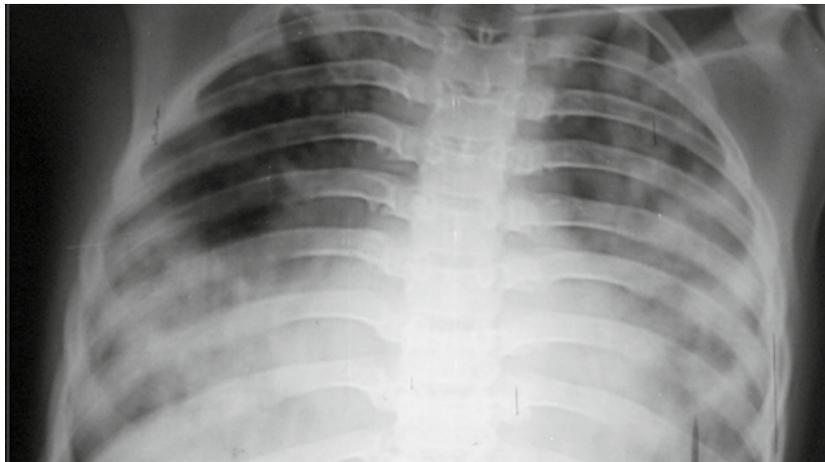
Image radiographique d'un œdème pulmonaire aigu, ressemblant à un syndrome de détresse respiratoire aigu, chez un patient atteint de neuropaludisme [47]
